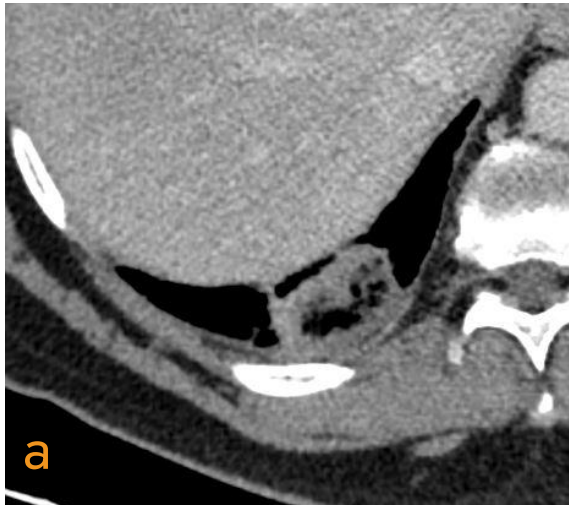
a y c) Corte TC axial en partes blandas y b) corte axial en ventana pulmonar.
